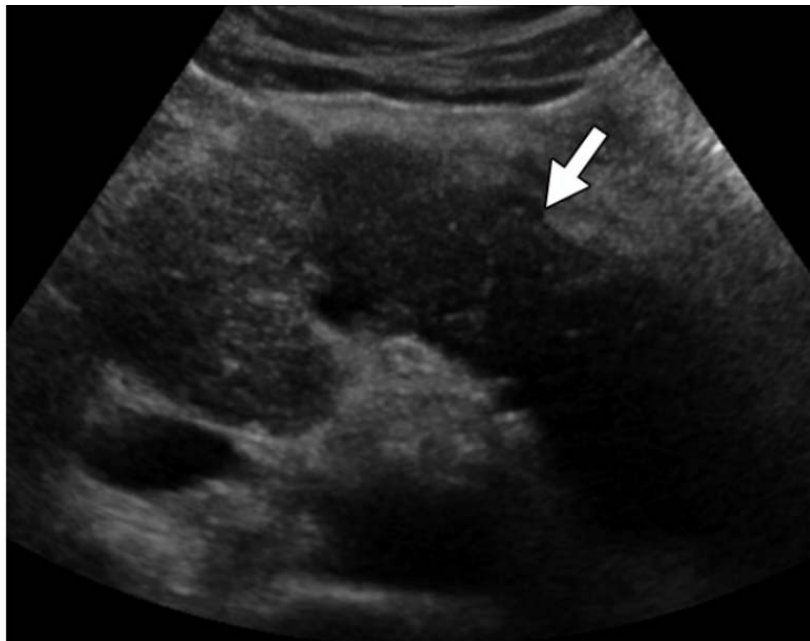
Une échographie trans-abdominale montre un pancréas hypoéchogène élargi de manière diffuse (flèche). [52]
